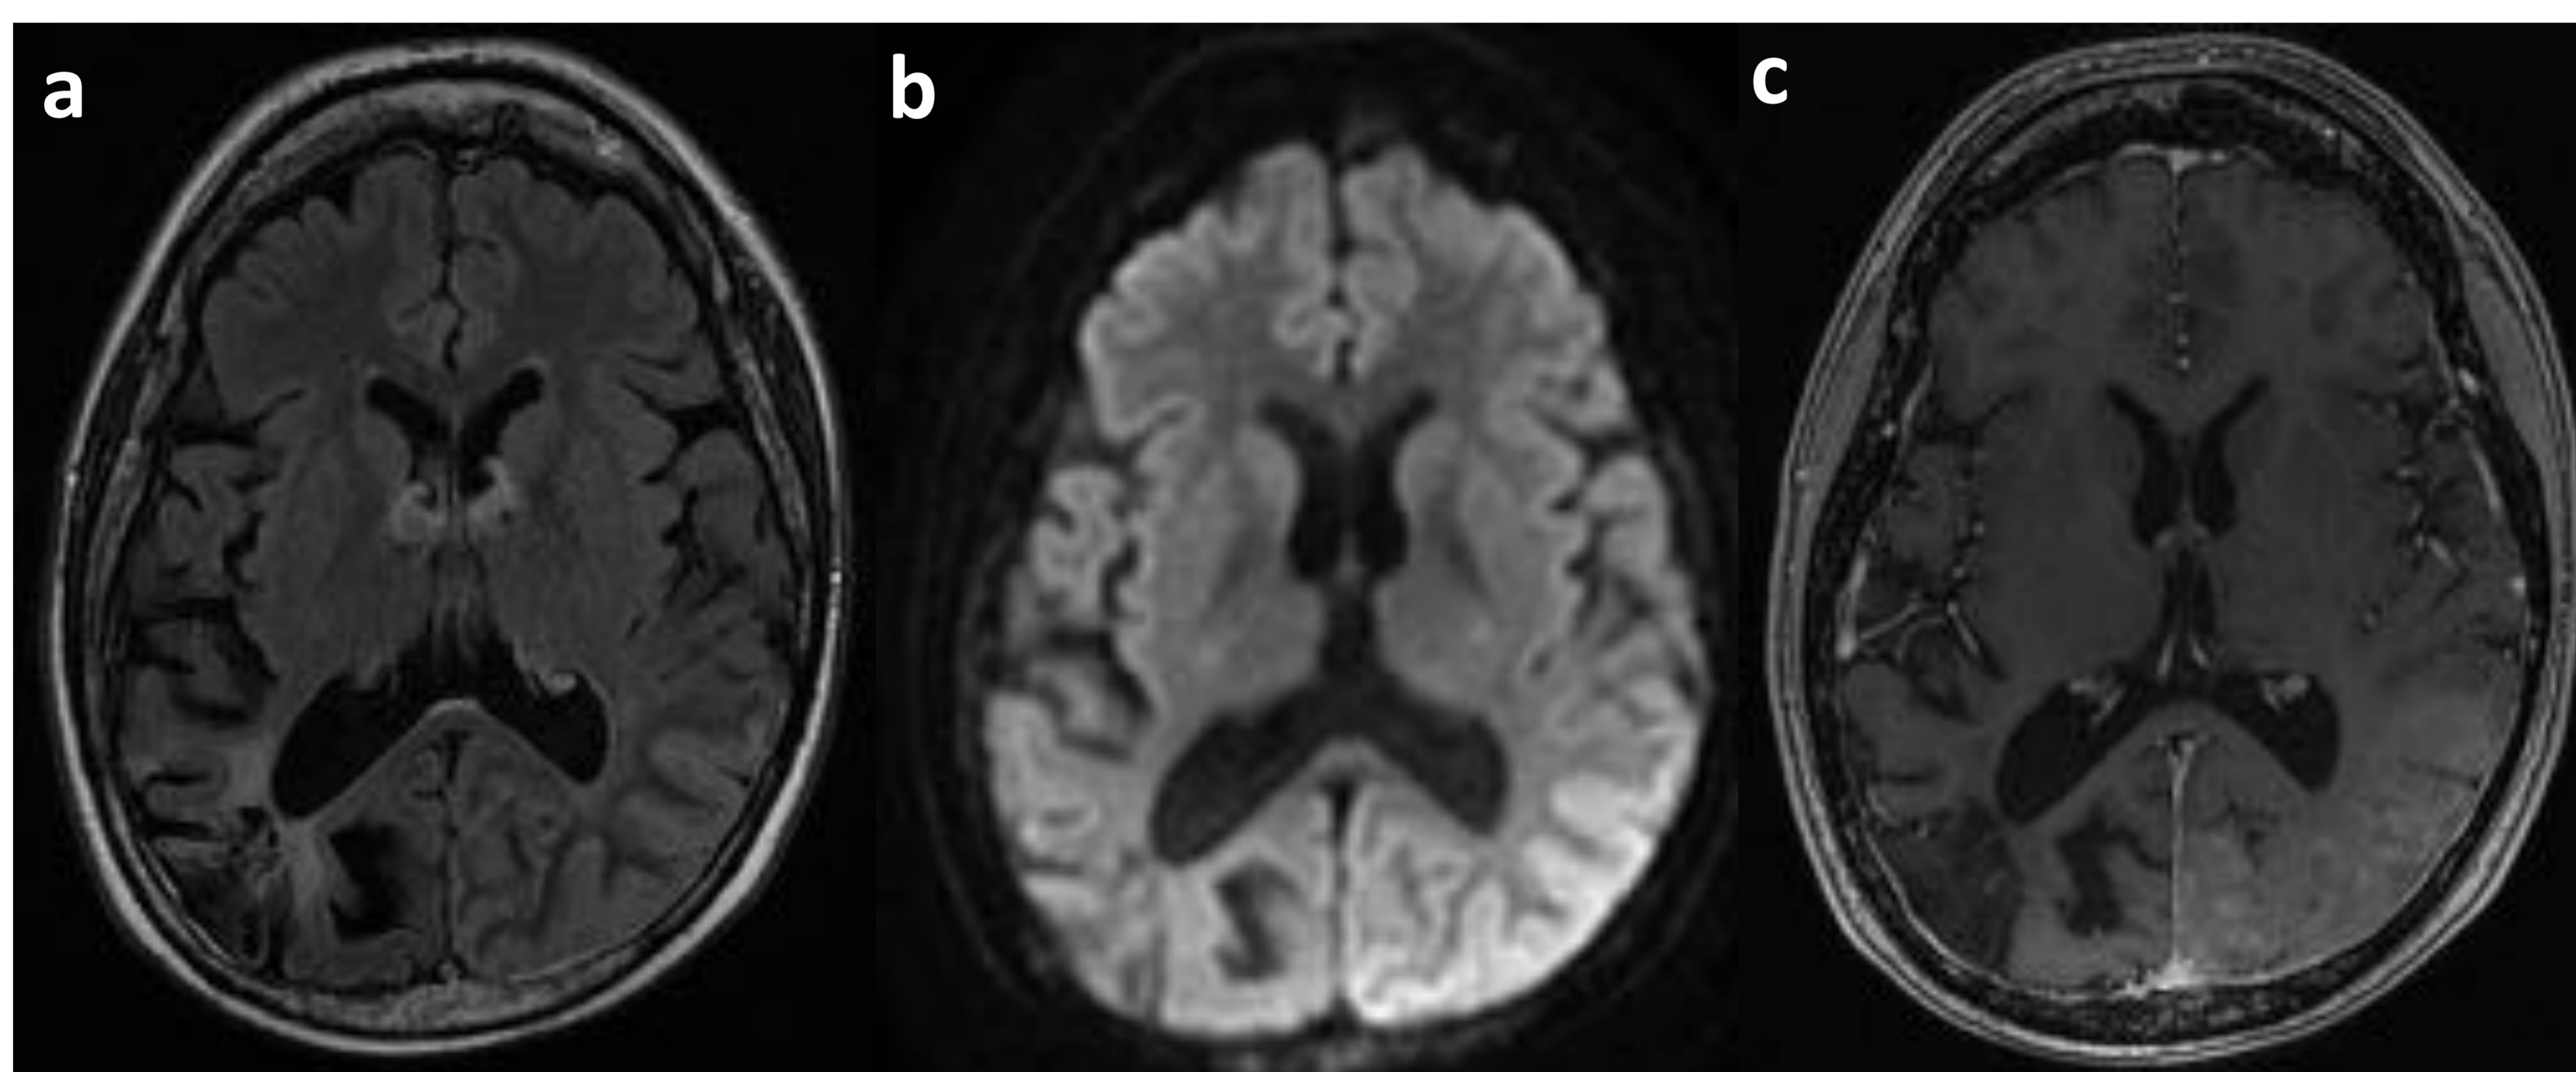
Paciente 3: RM al ingreso en 2017. a) FLAIR, b) Difusión, c) T1 con contraste. Hiperintensidad y captación giral que afecta al córtex parieto-occipital izquierdo, con restricción en DWI. Lesión residual parieto-occipital derecha en relación con infarto previo con dilatación secundaria del asta occipital.
